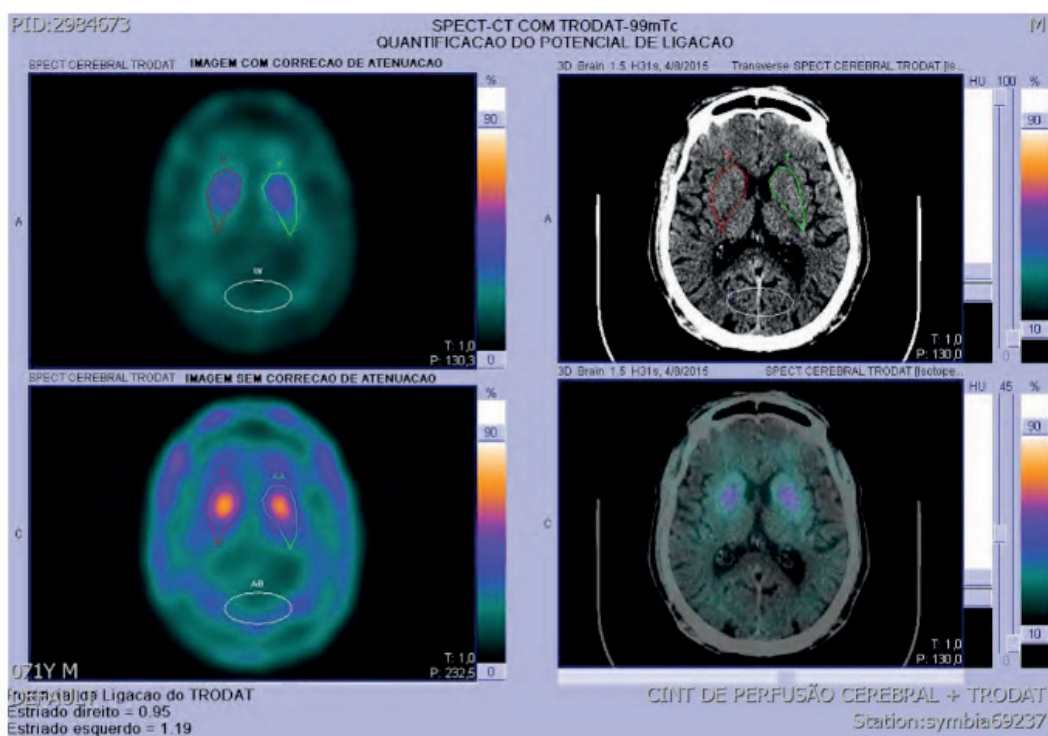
SPECT [99mTc] -TRODAT-1 normal.
